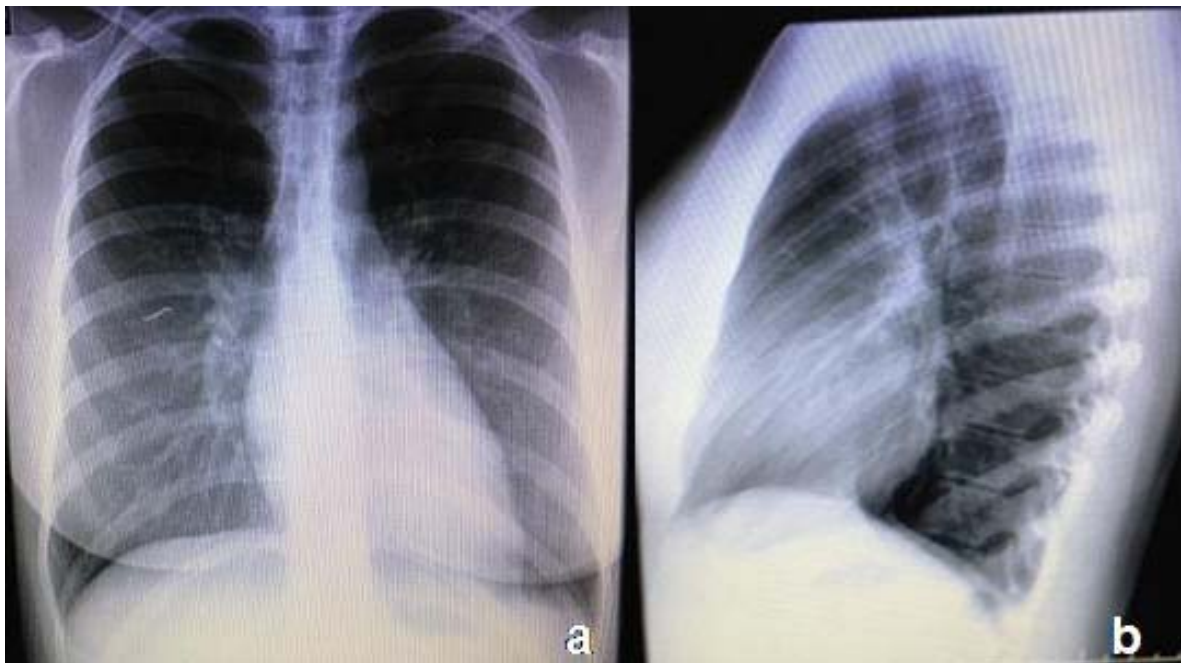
Aspecto normal da radiografia de tórax de controle, no quarto dia de hospitalização.
